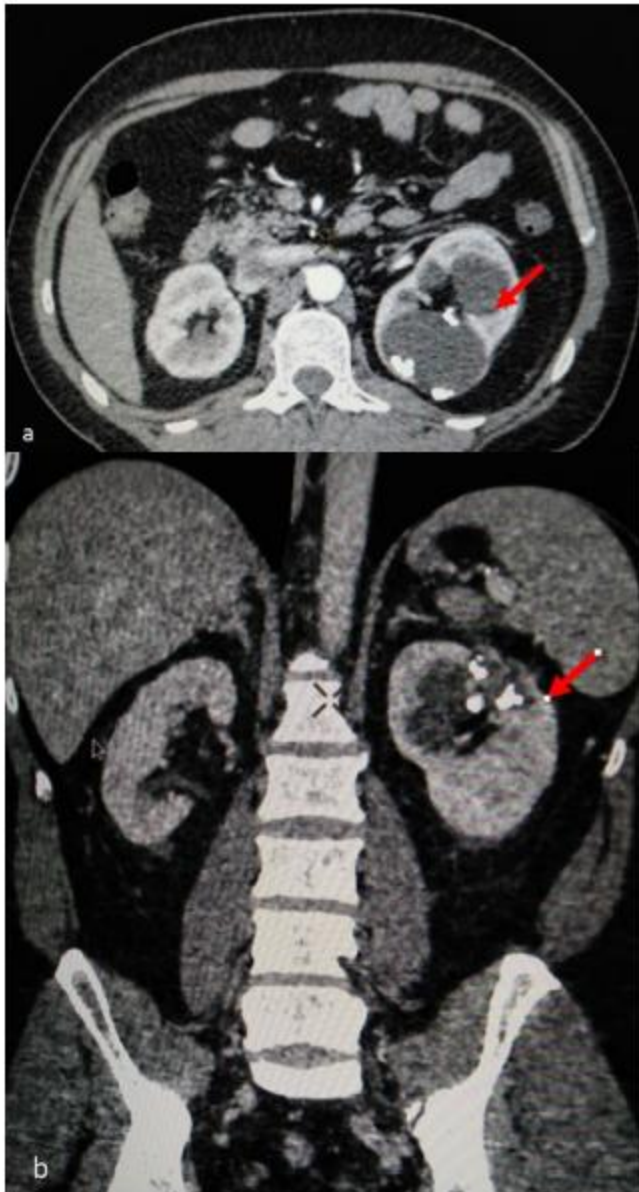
CT scan with contrast administration (a: axial and b: coronal planes) highlights heterogenous polilobulate lesion in the upper zone of the left kidney measuring 3,4/3,8 cm, with wall and septal calcifications (Bosniak IIF)
